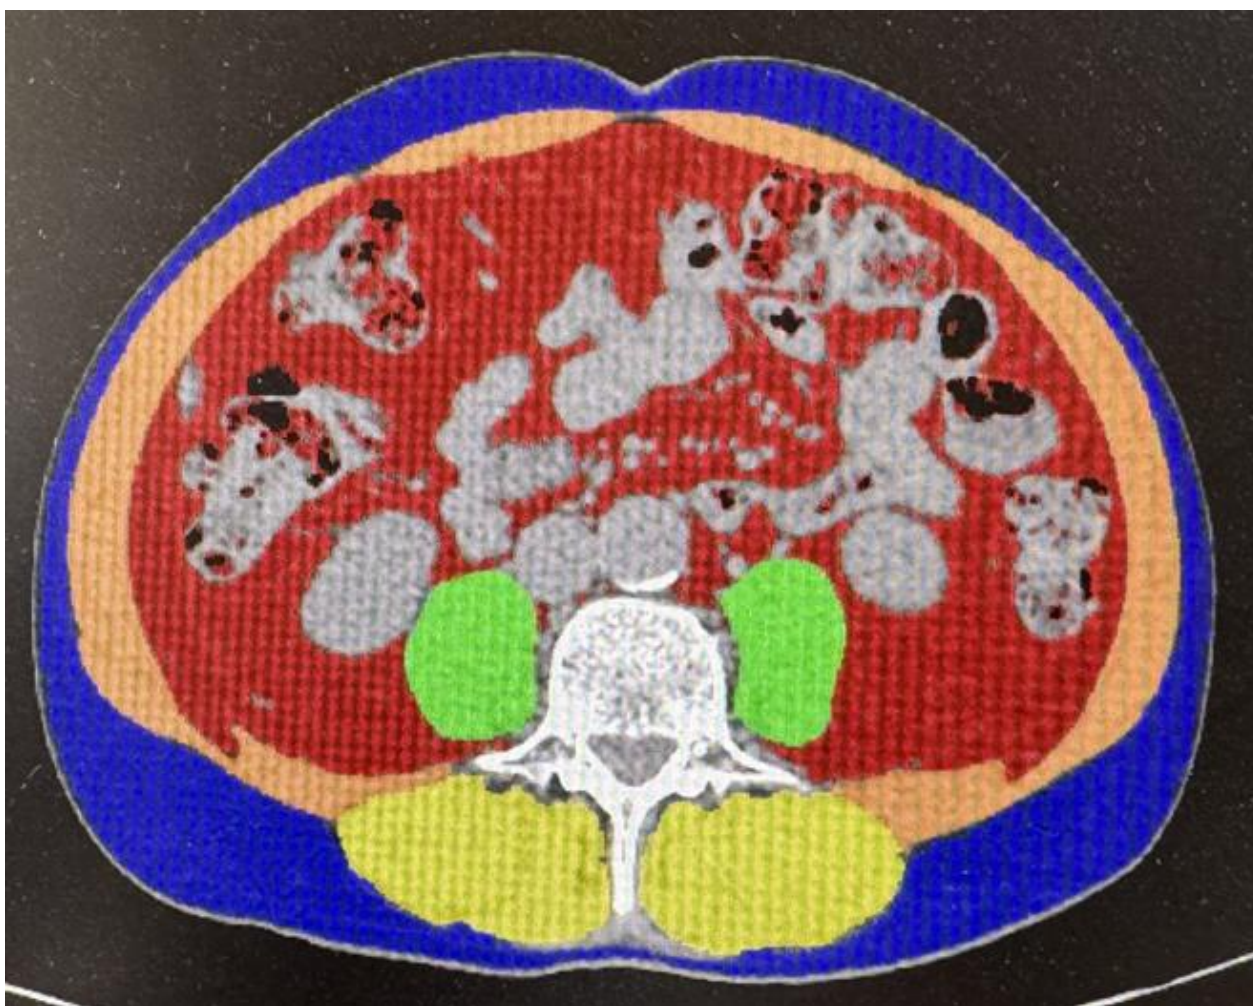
КТ-оцінювання площі поперекових скелетних м'язів на рівні L3 за допомогою Synapse 3D. М'язи виділені жовтим та помаранчевим кольорами
